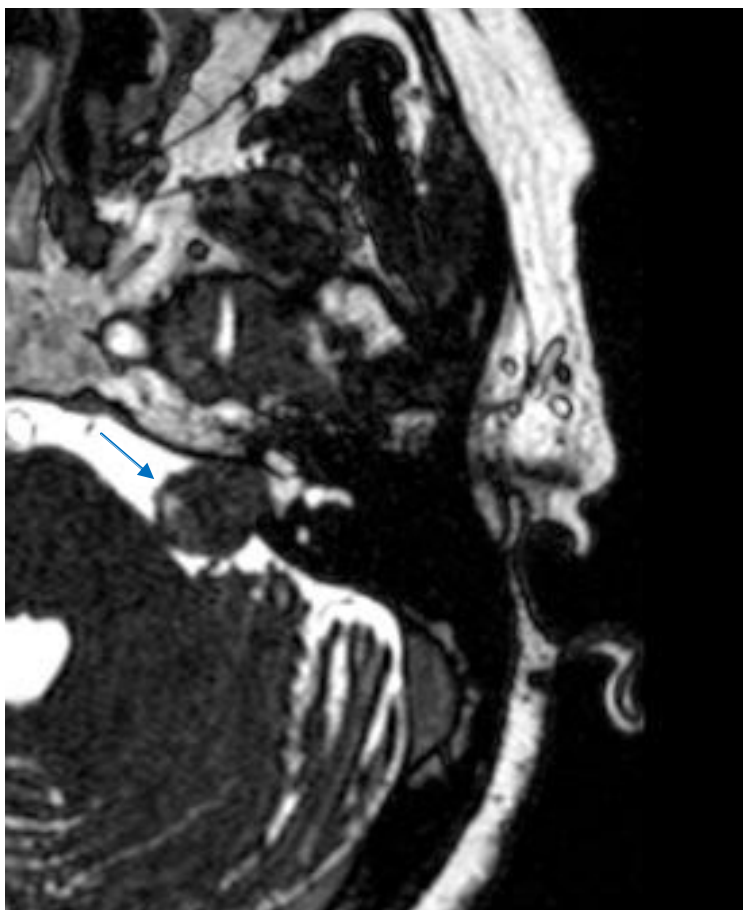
RM T2 cisternografia com tumor extra-axial centrado ao CAI (Canal Auditivo Interno), sugestivo de SV. Não é possível identificar todo o trajeto do nervo facial com precisão no segmento cisternal. A imagem eventual está assinalada pela seta azul.
